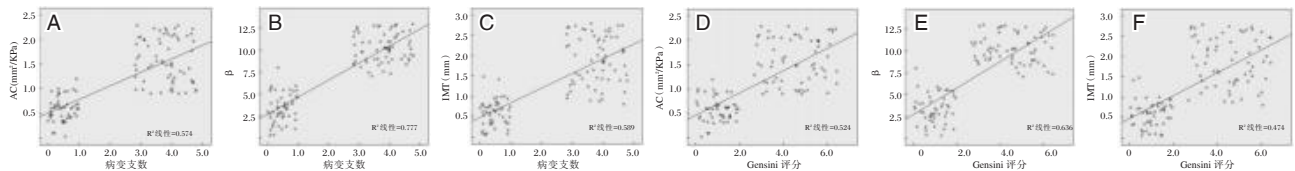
动脉超声参数AC、β及IMT与冠状动脉病变支数\Gensini评分情况相关性散点图
